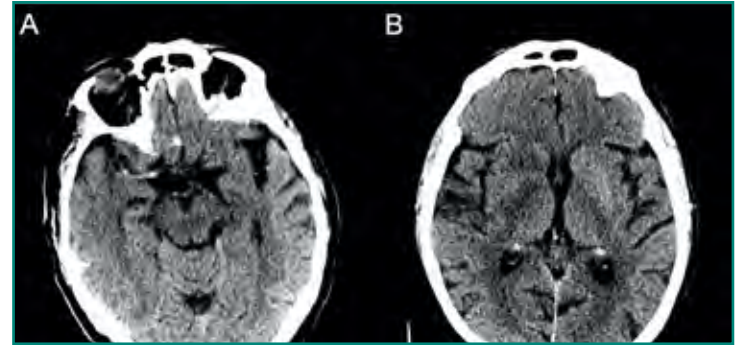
A: se identifica hiperdensidad de ACM derecha; B: se identifica borramiento de cabeza de núcleo caudado y núcleo lenticular derechos (ASPECT 8 puntos).
